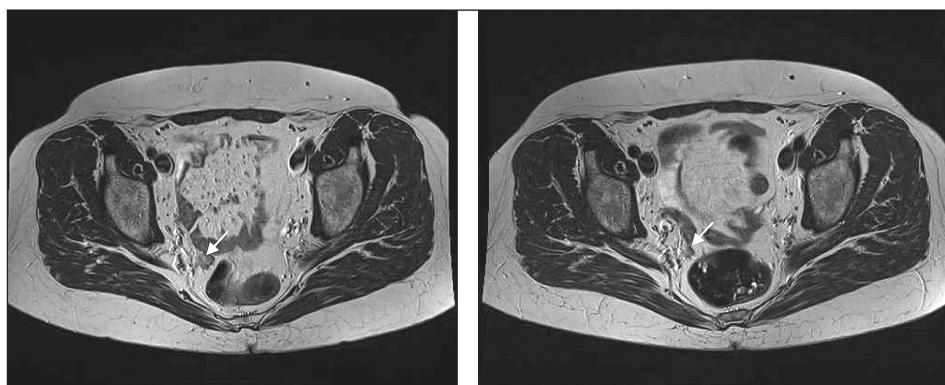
МРТ. Признаки рецидивного объемного образования малого таза в области культи влагалища с распространением на параректальную клетчатку
